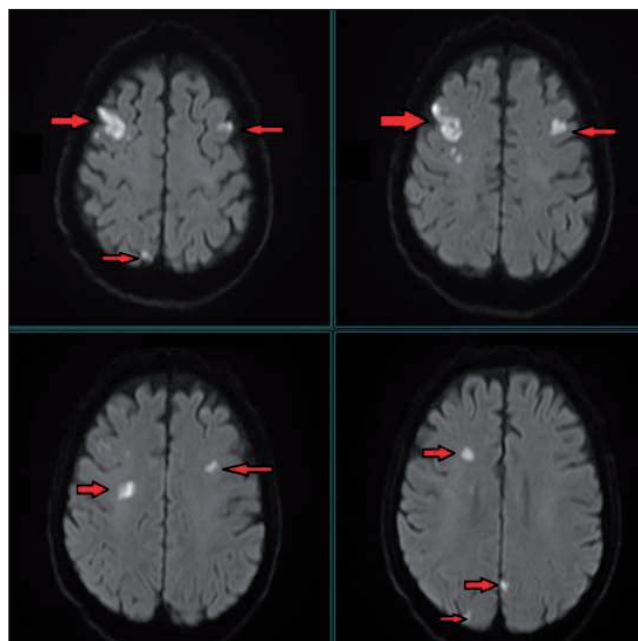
MR imaging of the brain – diffuse weight imaging. Arrows show hyper signal foci in several vascular territories – a finding typical for septic embolization.
